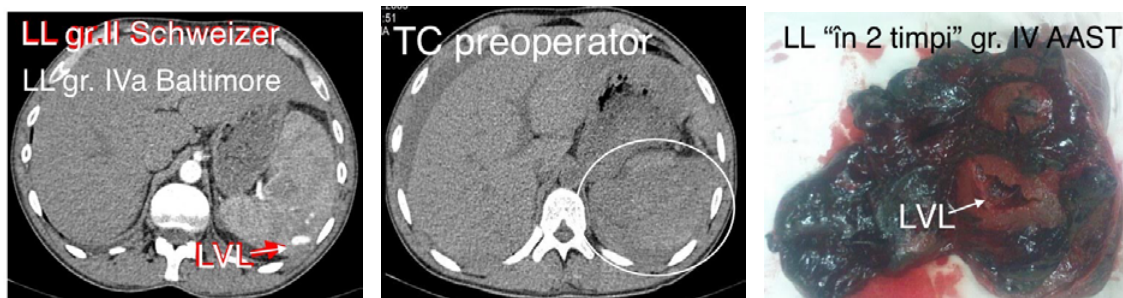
Focar de extravazare activă la TC. LL gr. IVa Baltimore, eșec al TNO [19].
